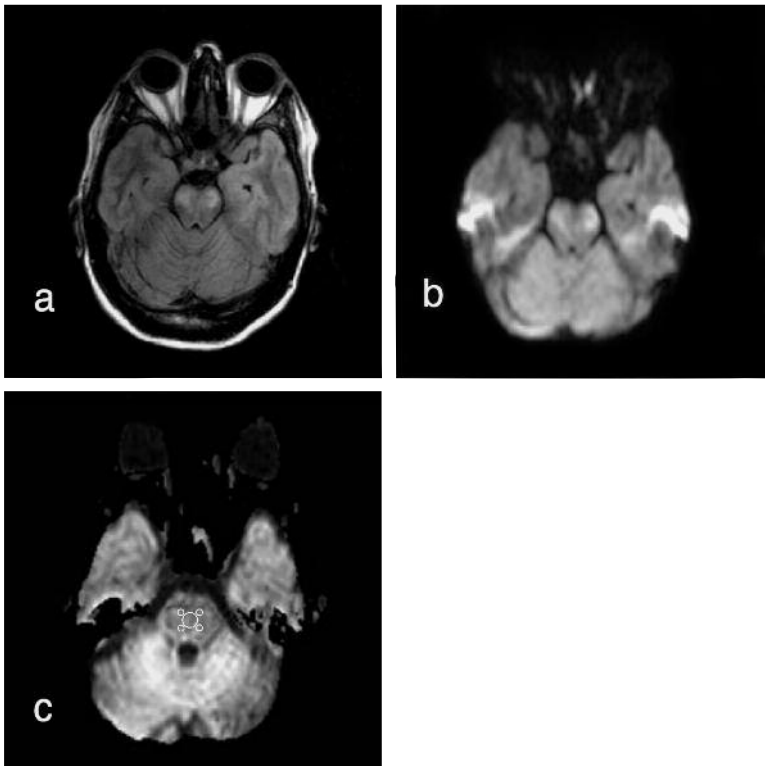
Esame RM eseguito a 15 giorni dalla comparsa della sintomatologia.
